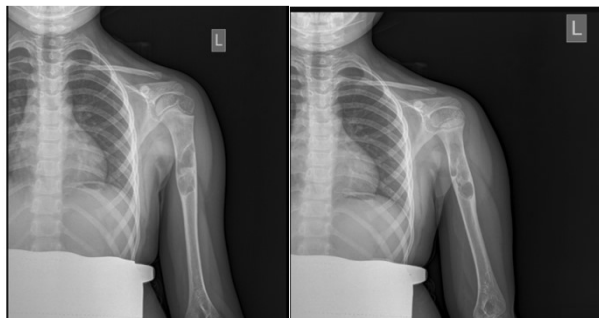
Рентгенограмма левого плеча пациента с кистозным образованием
